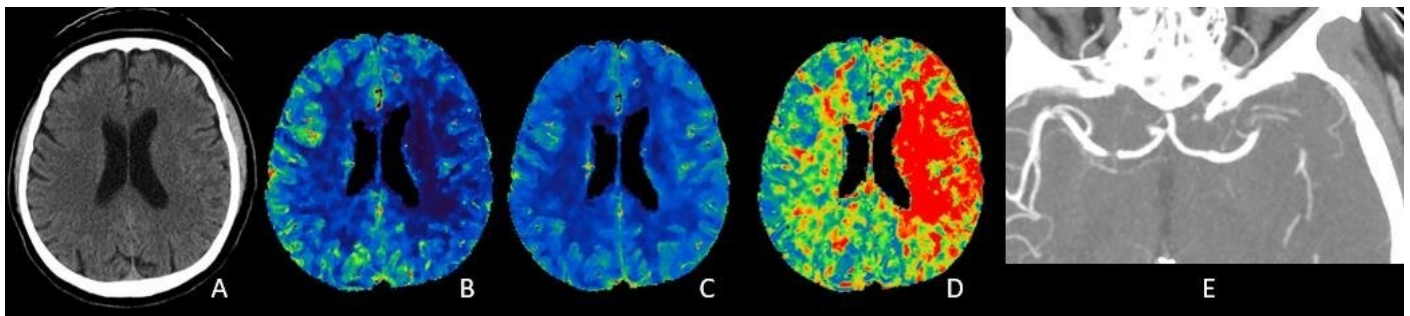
Multimodale CT-Bildgebung bei Patient mit MCA-Verschluss
